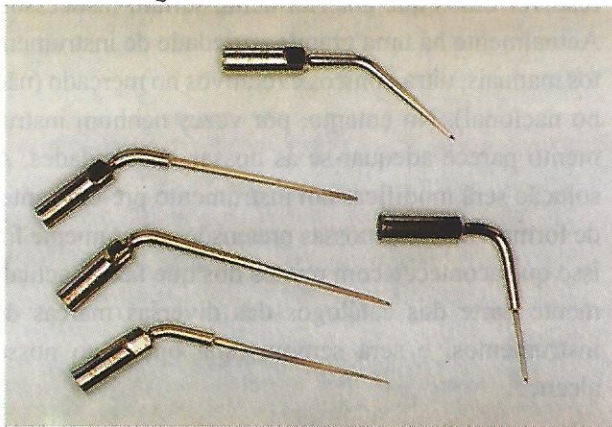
Pontas CT 4, SJ 4, SP 1,2 e 3
